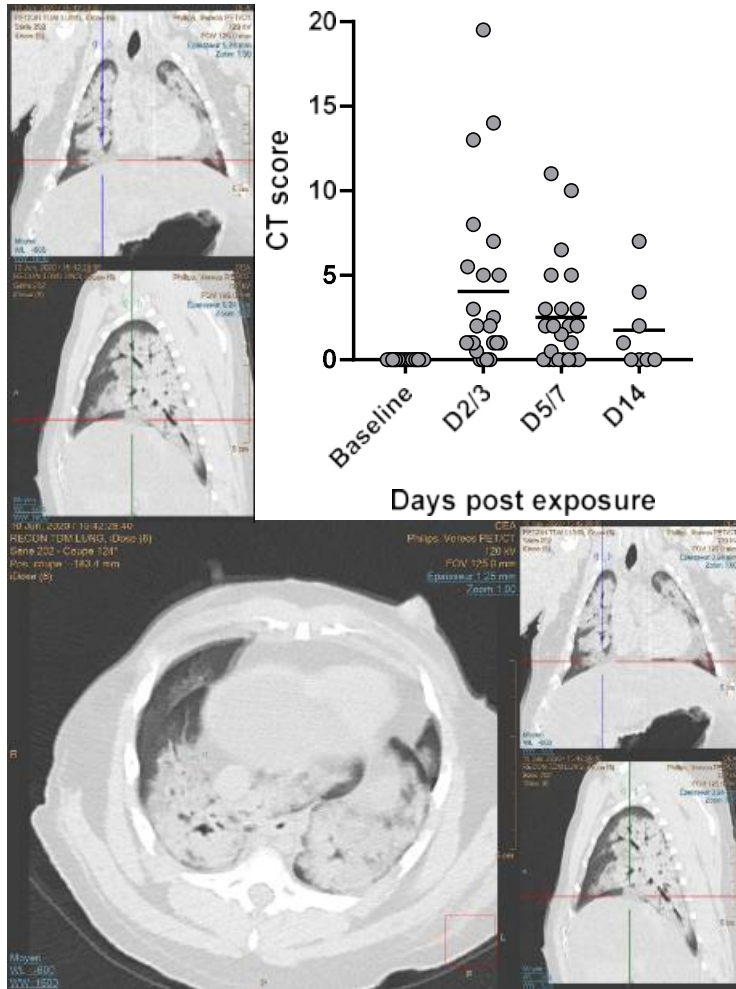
Imagerie TEP-CT En confinement biologique
